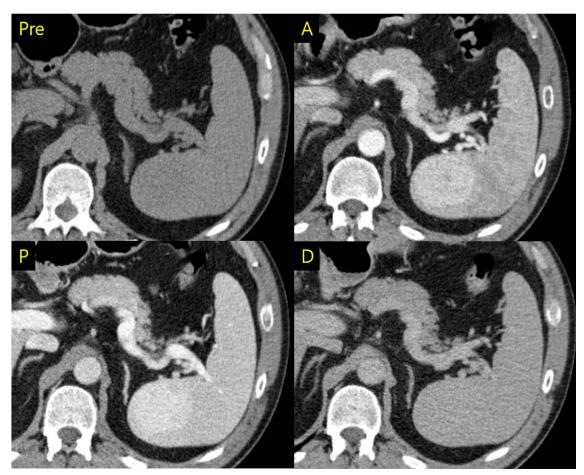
Spleen hemangioma의 증례로 54세 남자 환자의 역동적 조영 증강 CT에서 동맥기 및 문맥기에서 강한 조영 증강을 보이며, 지연기에서는 주위 spleen 실질과 동일한 정도의 조영 증강 양상을 보인다.
